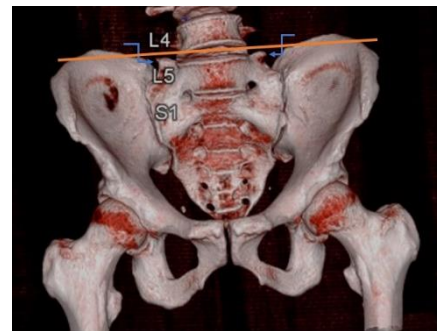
In three dimensional volume rendering CT view; mammillary processes in the alar region (curved arrows), colinearity (orange line)
